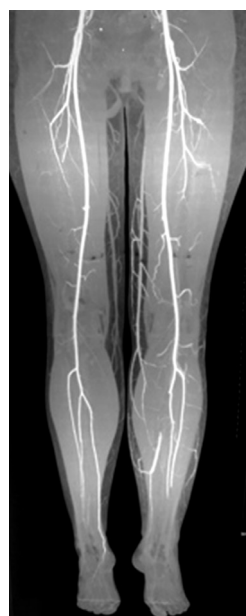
КТ-ангіографія судин нижніх кінцівок, січень 2022 р. На КТ-ангіографії ліворуч та праворуч контрастування передньої великогомілкової артерії у дистальному відділі різко обривається, тильна артерія стопи не контрастується; латеральна та глибока підшовні артерії інтенсивно контрастуються, виявлено артеріо-венозні шунти між малою мілковою артерією та поверхневими венами
